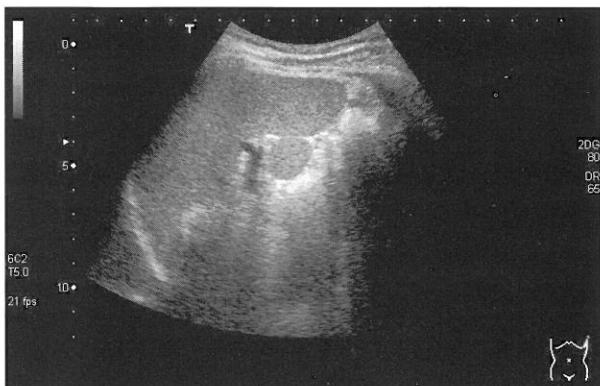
副脾 脾門部に脾実質と同じエコーレベルを呈する円形の副脾を認める。
